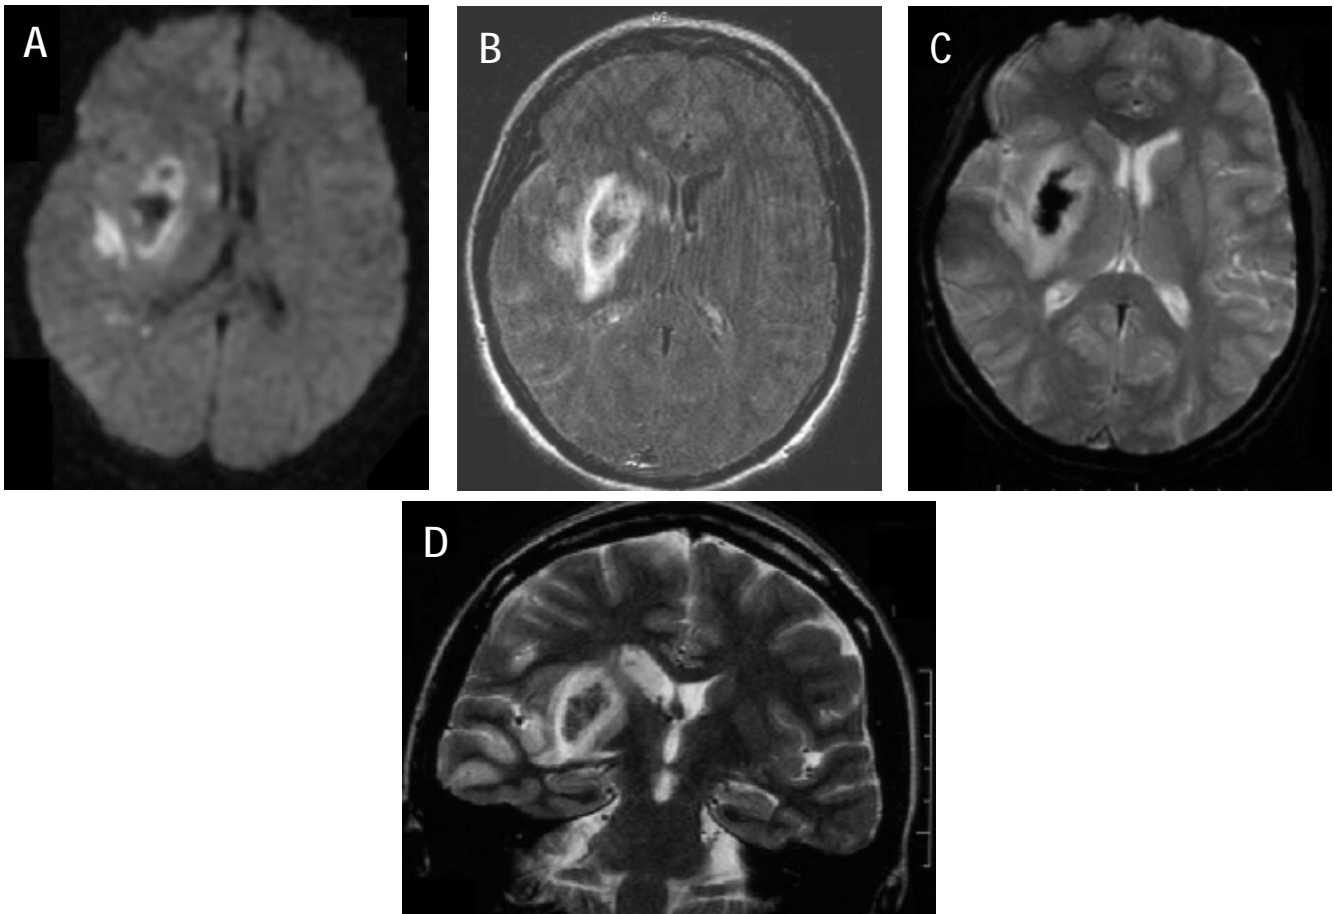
Hématome au stade hyperaigu en IRM (4 heures).
